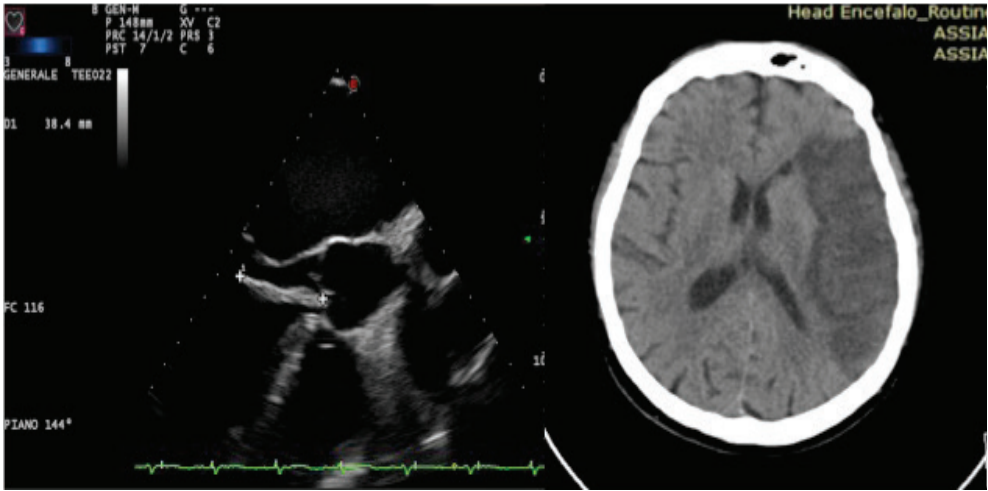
ETE. A sinistra, lunga vegetazione adesa alla valvola aortica (endocardite da *Streptococcus mutans*) in un paziente con stroke. Dimensione lineare della massa: 3.8 cm (alto rischio embolico). A destra, immagine di TC che documenta l'embolizzazione cerebrale della stessa vegetazione.
